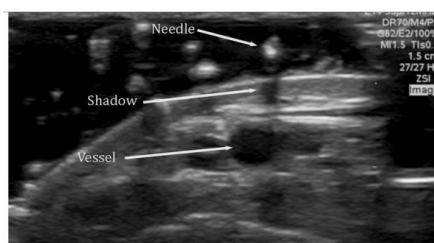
Visão transversa ao se colocar o transdutor da USG levemente sobre a pele que receberá a punção para inserção do cateter¹⁴.
